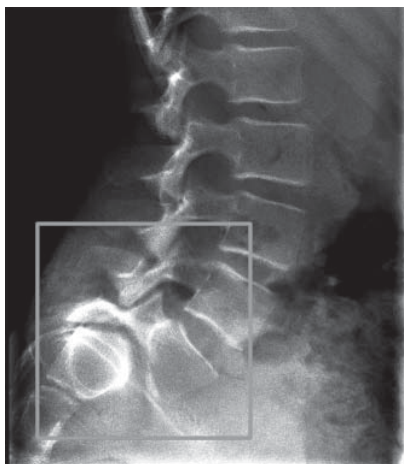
Рентгенологический симптом «воробьиных хвостов»
